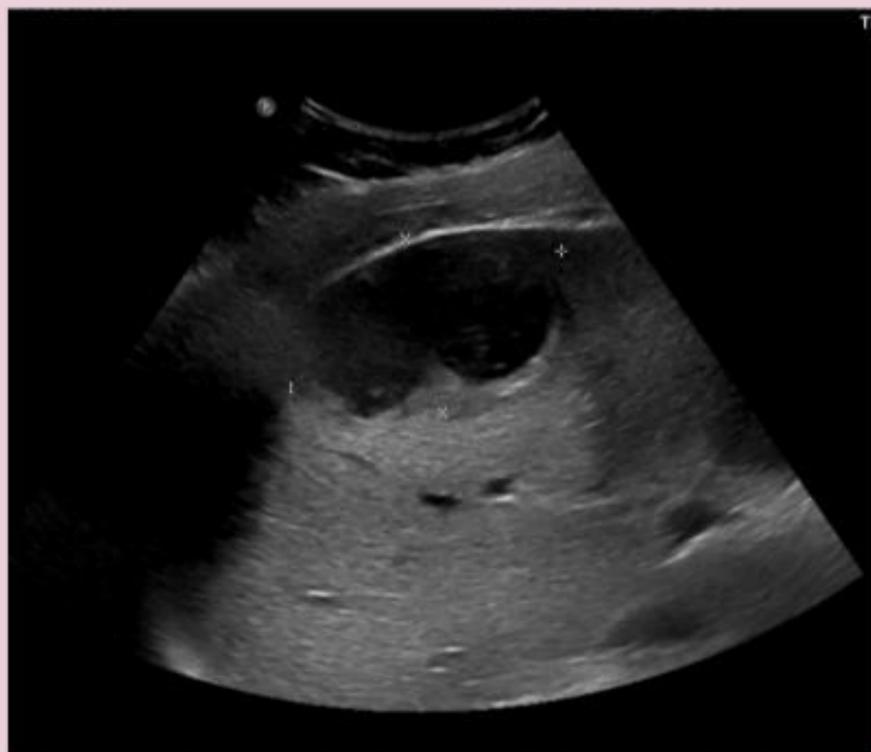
Correlación Eco-TC en la caracterización de los AH, muchas veces superponibles.
